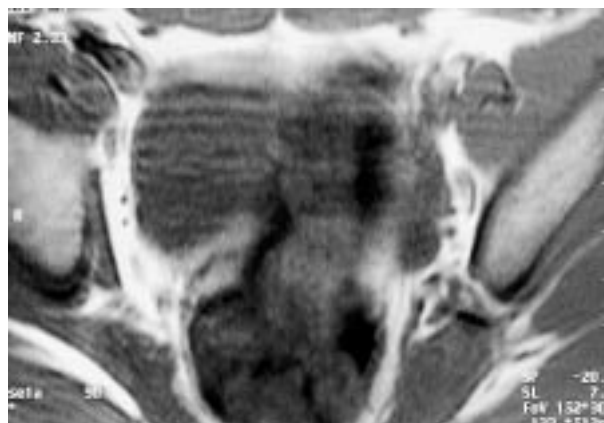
IRM, coupe axiale sans injection en ES T1 (450/14).
